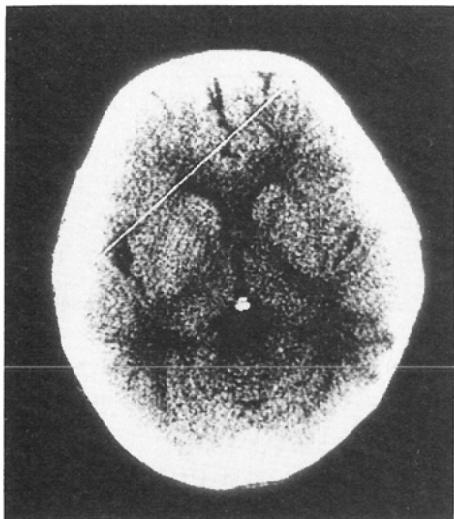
10-year-old girl. She had precocious puberty. Definite pineal and habenular calcification is present on CT. Subtle calcification is visible on lateral view of plain radiographs in the pineal region (Grade 3).
